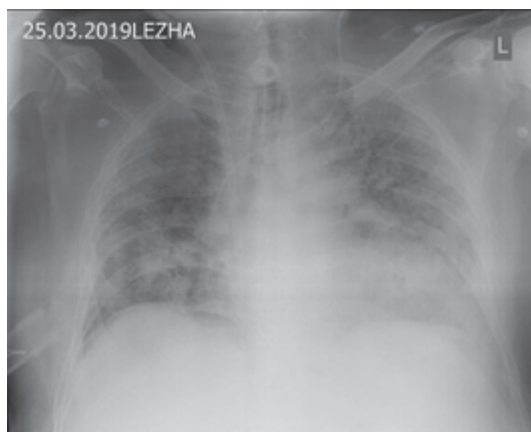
Рентгенограмма от 25.03.2019 г. (27-е сутки заболевания)
